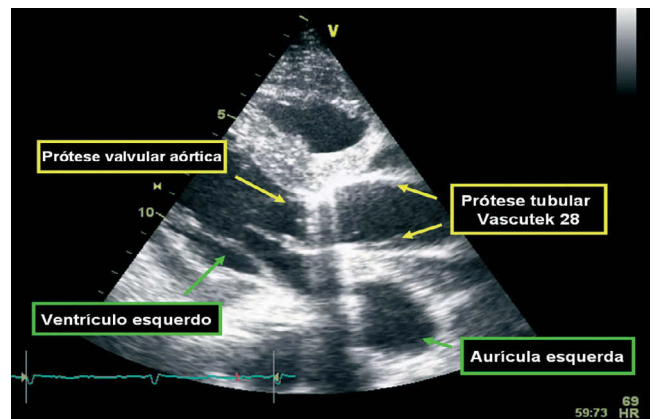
Ecocardiograma transtorácico, cinco dias após a cirurgia. Plano para-esternal longo-eixo, visualizando-se a prótese tubular e a prótese valvular aórtica.
